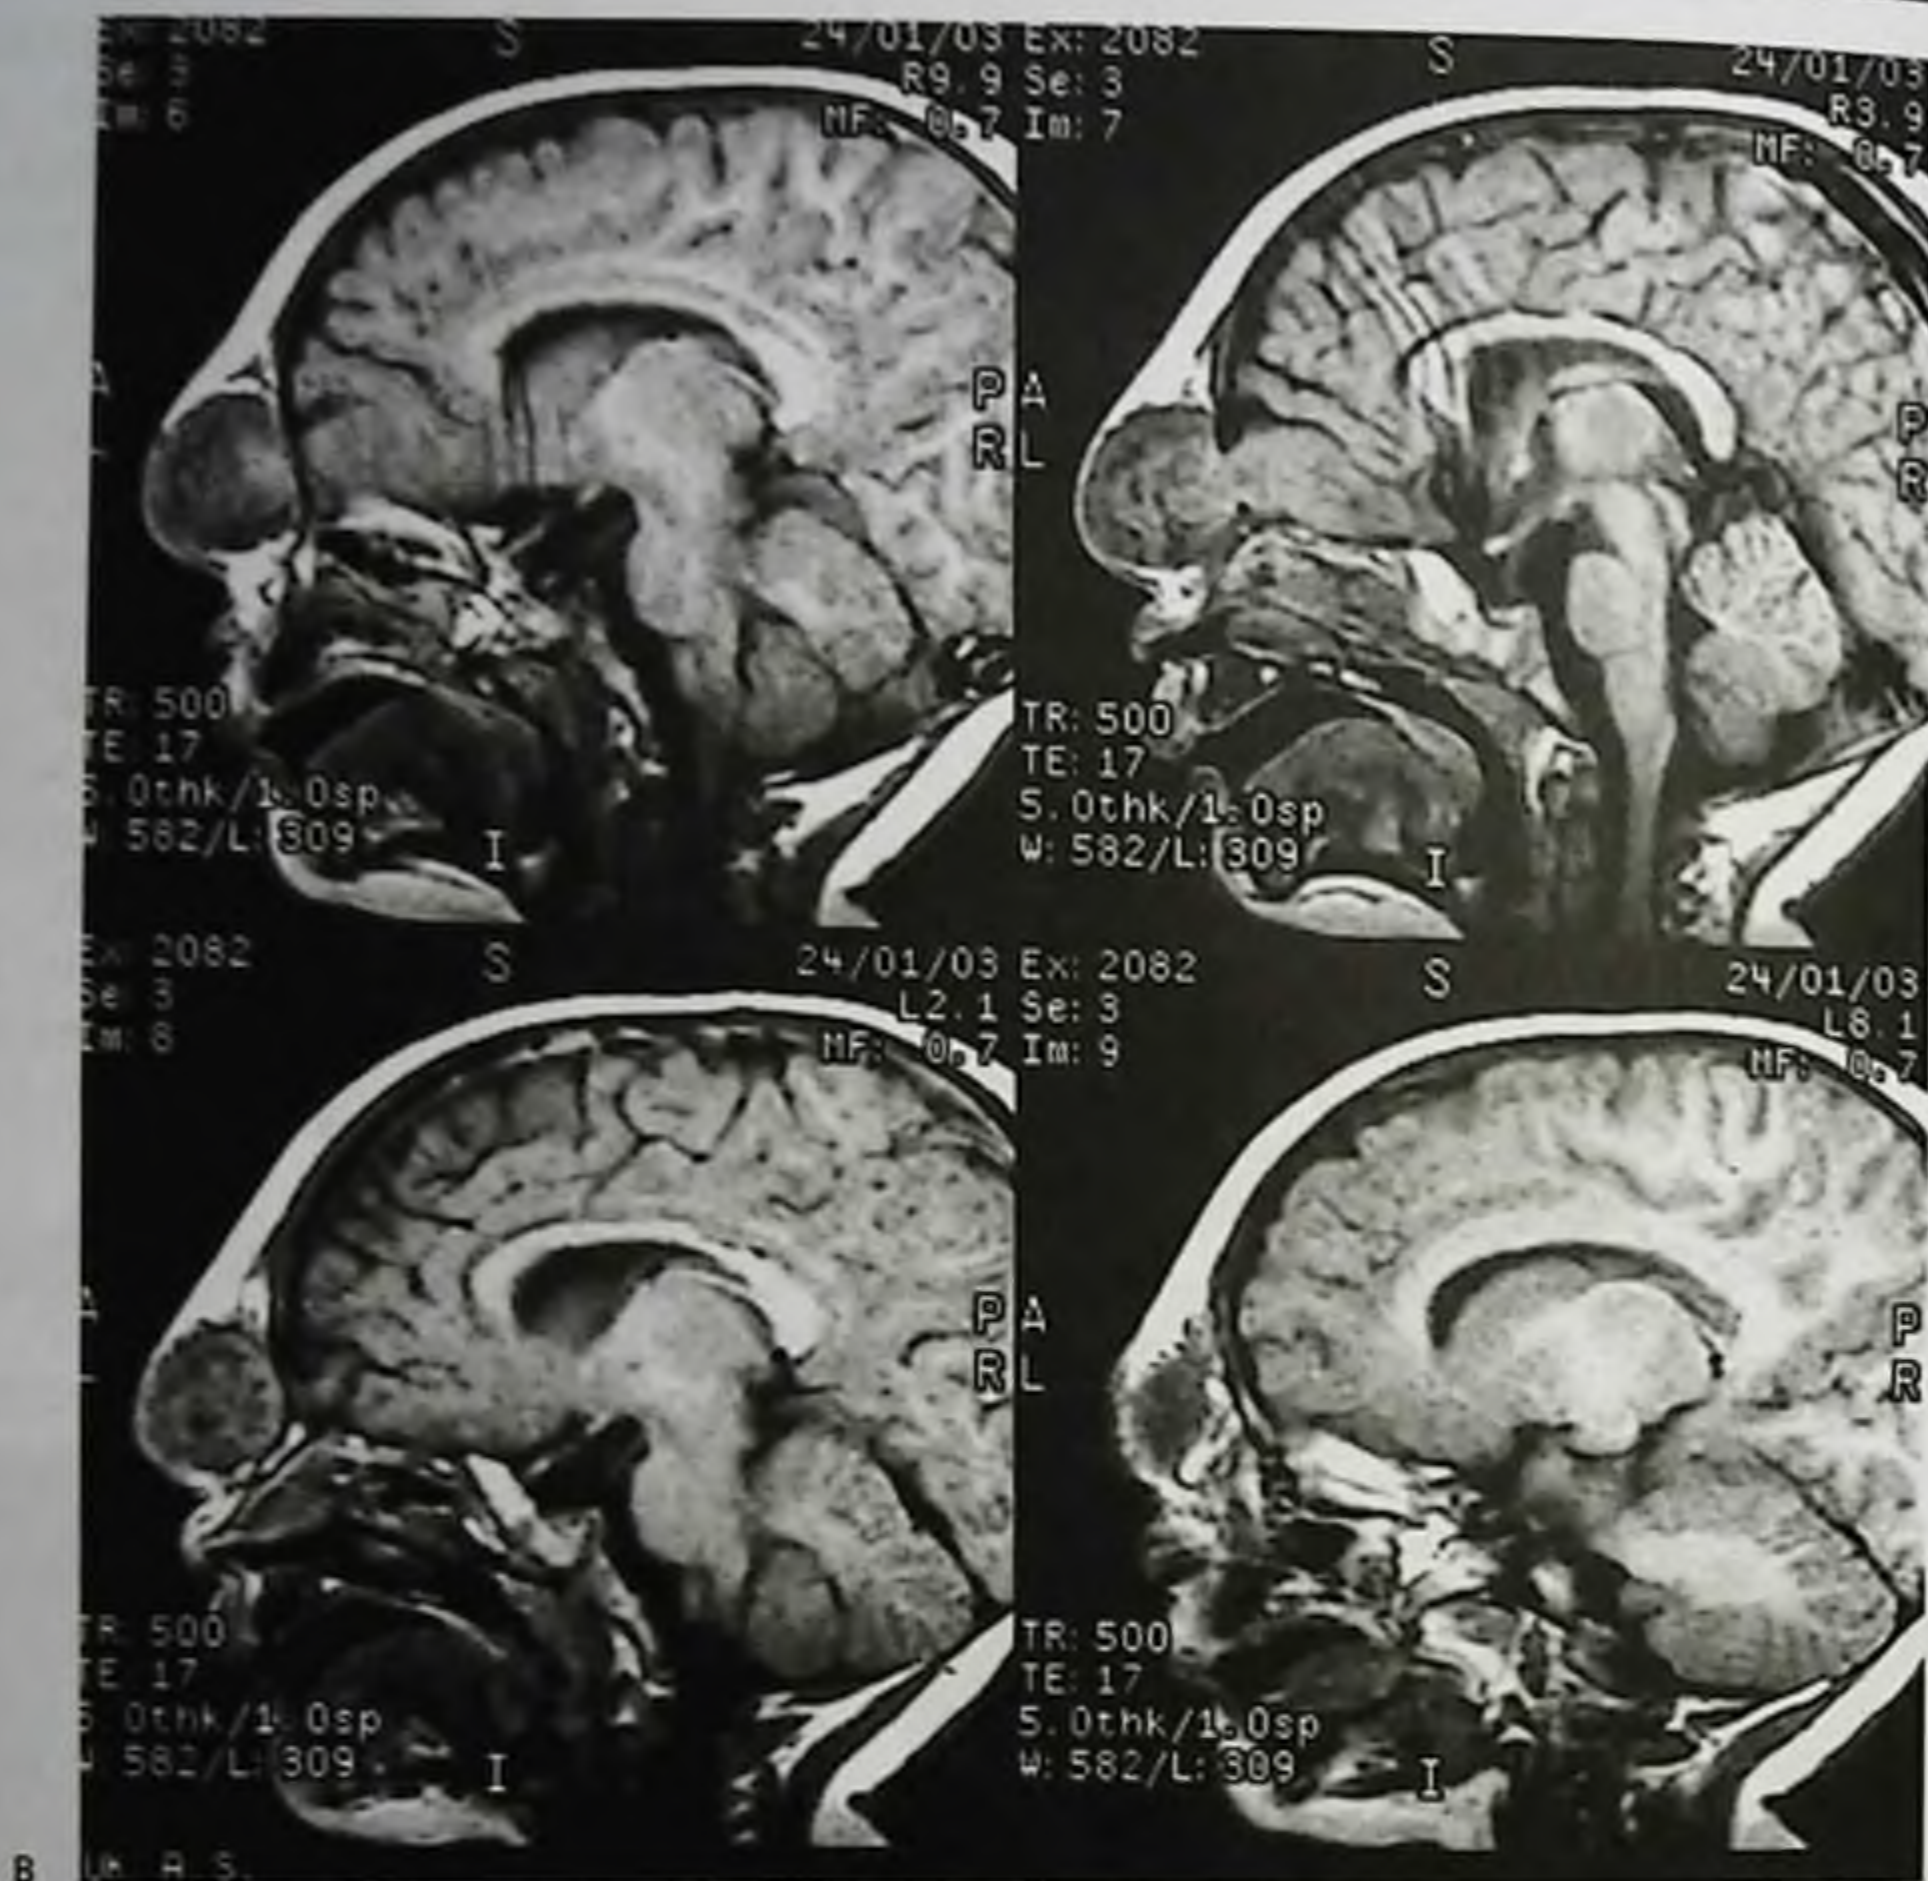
Окончание: в — магнитно-резонансная томограмма, T1-взвешенные изображения. Мозговая ткань полюса правой лобной доли распространяется в грыжевой мешок через узкие ворота, функционального значения не имеет
